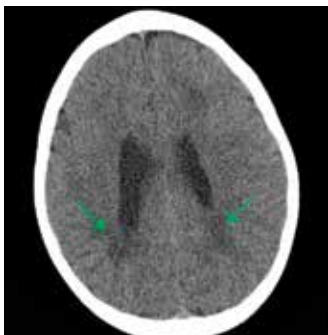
КТ, аксиальный срез. Гиподенсные очаги в перивентрикулярном белом веществе (стрелки)
